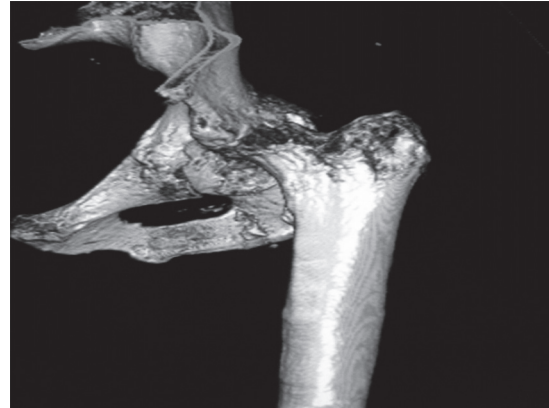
Tomografía axial computada en 3D: destrucción total del cartílago articular coxofemoral, patrón destructivo en forma de mortero, así como pérdida de la congruencia articular.
